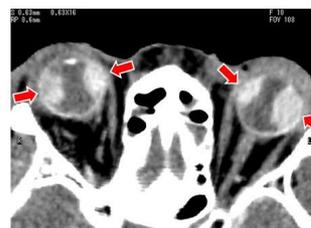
上脈絡膜出血 (矢印) の CT 所見
